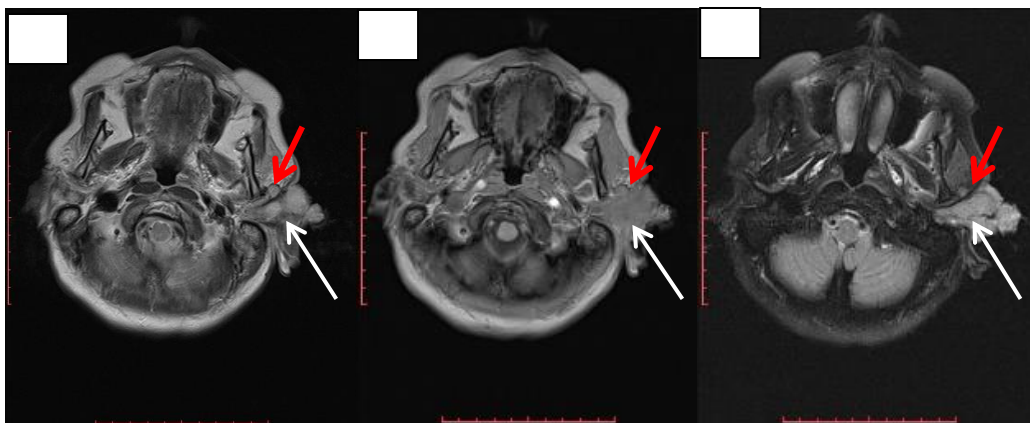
а,б,в. МРТ головы пациентки Б, 71 года с диагнозом: «сквамозно-клеточная карцинома наружного слухового прохода»: на аксиальных срезах при стандартных последовательностях (а – T2 tra, б – T1 tra, в – T2 FLAIR tra FS) определяется объемное образование в области левого слухового прохода (большая стрелка) и увеличенные околоушные лимфоузлы (маленькая стрелка)
